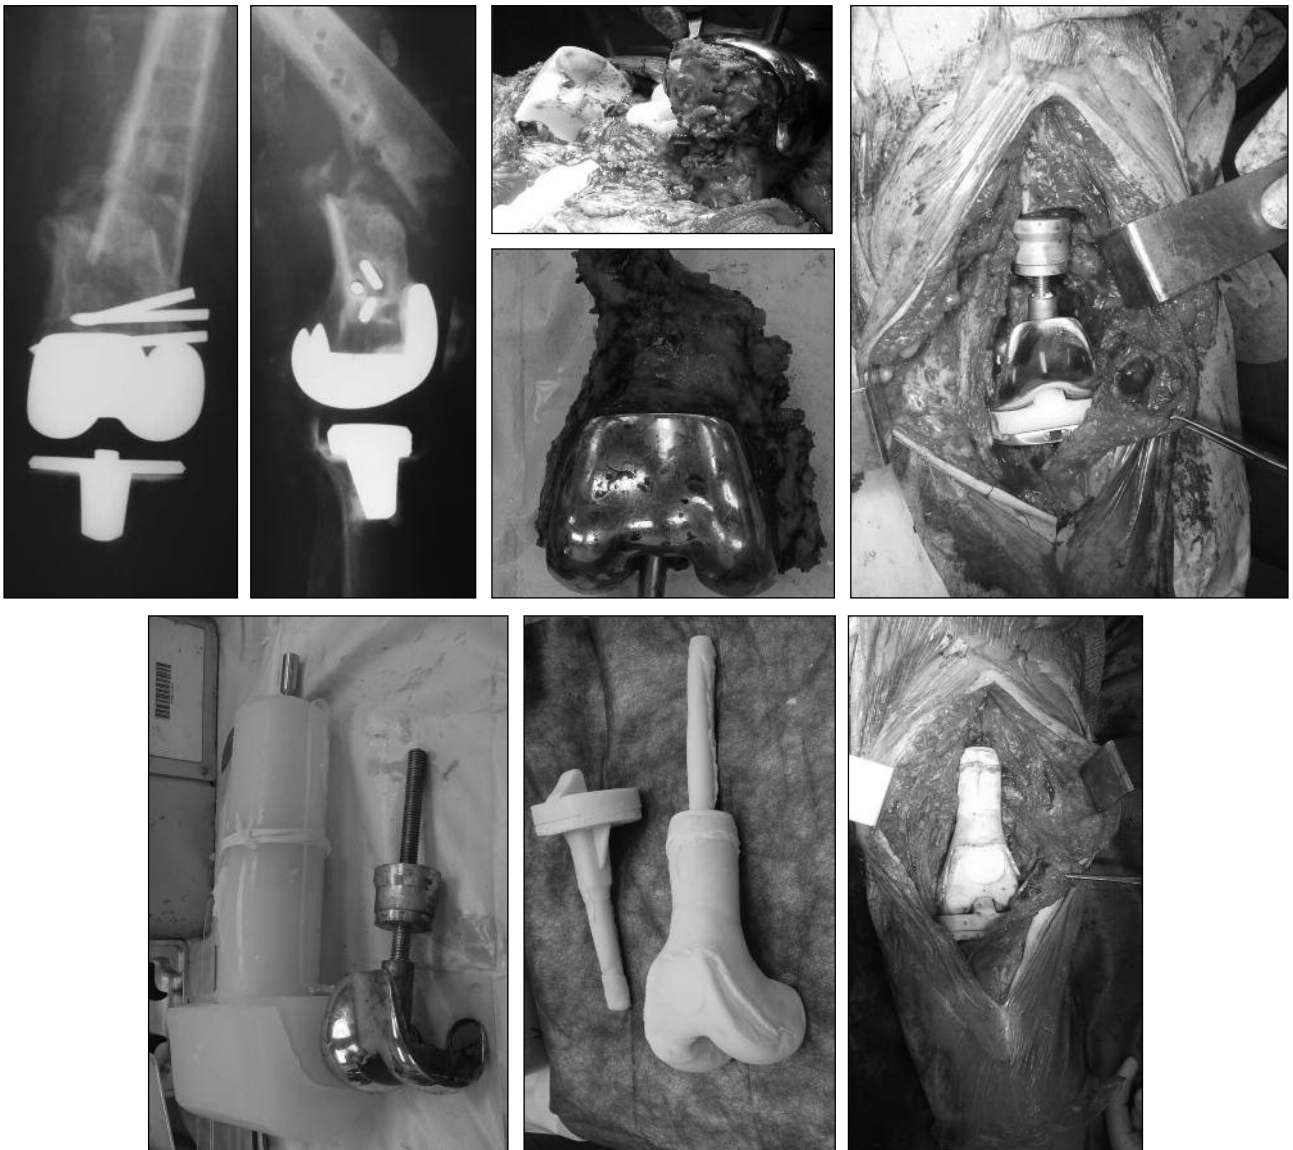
Radiografías preoperatorias. Fotografías intraoperatorias de la resección del fémur distal, medición del defecto con el espaciador, molde de silicona, espaciador final e implantación.
